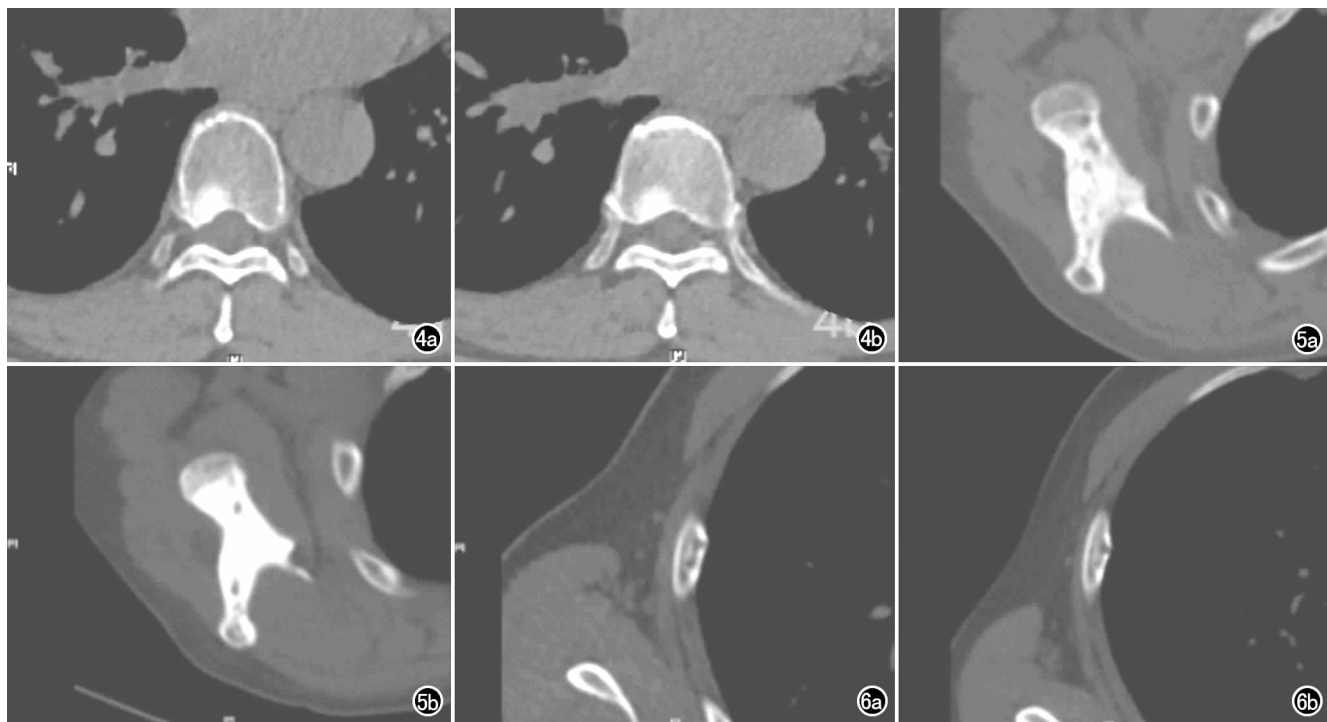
成骨型转移肺癌患者,男,55 岁,经过两个周期的化疗,无骨硬化改变,手动测量 ROI 的 CT 值。a) 化疗前骨转移瘤 CT 值为 400HU,正常骨质 CT 值为 65HU;b) 化疗后骨转移瘤 CT 值为 410HU,正常骨质 CT 值为 70HU。图 5 混合型转移肺癌患者,男,70 岁,经过两个周期的化疗,可见骨硬化改变,手动测量 ROI 的 CT 值。a) 化疗前骨转移瘤 CT 值为 628HU,正常骨质 CT 值为 140HU;b) 化疗后骨转移瘤 CT 值为 1027HU,正常骨质 CT 值为 160HU。图 6 混合型转移肺癌患者,男,59 岁,经过两个周期的化疗,无骨硬化改变,手动测量 ROI 的 CT 值。a) 化疗前骨转移瘤 CT 值为 262HU,正常骨质 CT 值为 47HU;b) 化疗后骨转移瘤 CT 值为 271HU,正常骨质 CT 值为 53HU。
